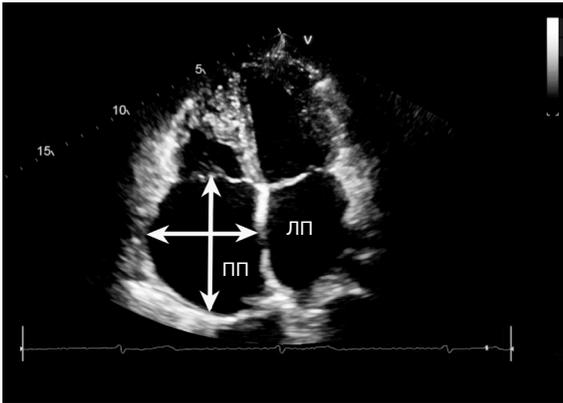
Эхокардиограмма, 4-камерная проекция. Выраженная дилатация правого предсердия (86 × 75 мм)
